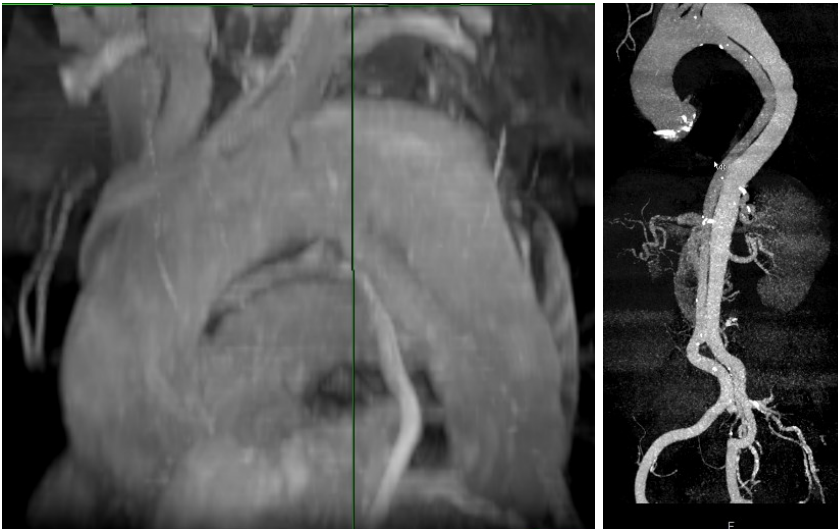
MIP-3D-Rekonst., VIBE-MRI (l.), CE-CTA (r.), Pat. 7
